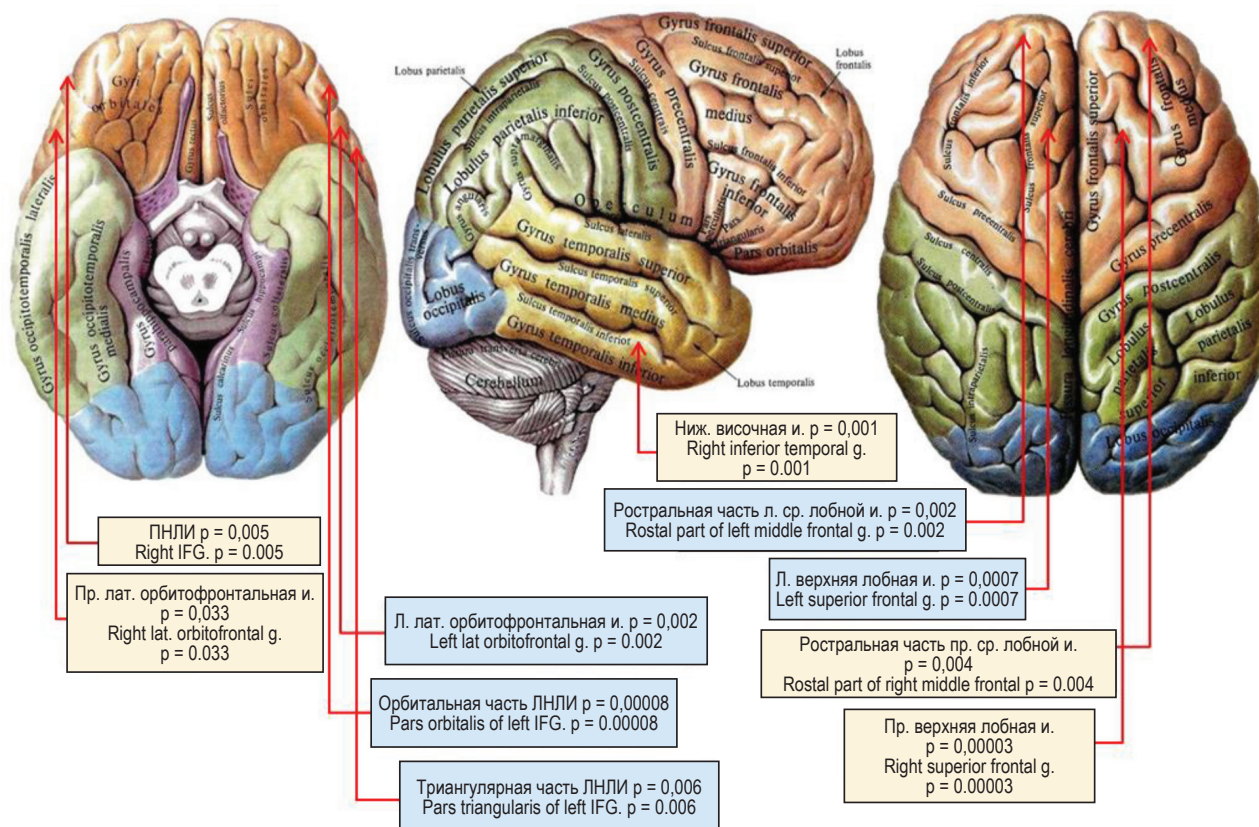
У больных шизофренией высокий уровень IL-17A коррелирует с уменьшением средней толщины коры больших полушарий мозга по данным МРТ
